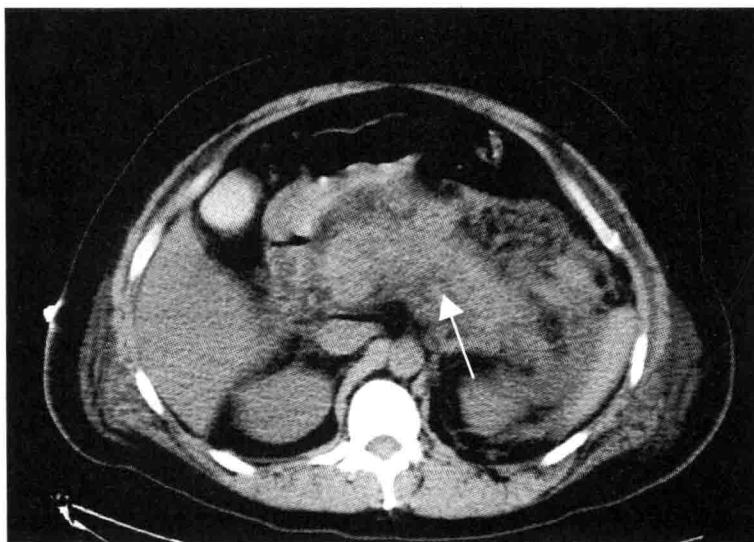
腹部增强 CT 箭头示胰腺弥漫性增大
